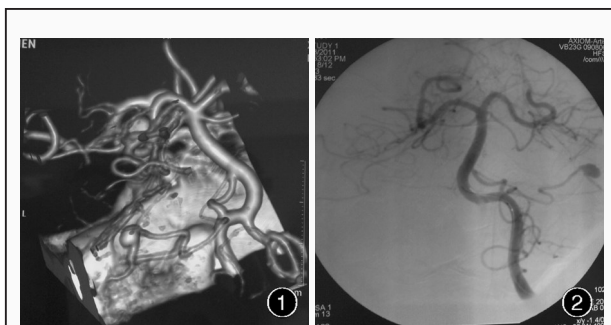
术前 CTA 显示椎-基底动脉开窗畸形及小脑前下动脉动脉瘤 图 2 术前 DSA 显示椎-基底动脉开窗畸形及小脑前下动脉动脉瘤
